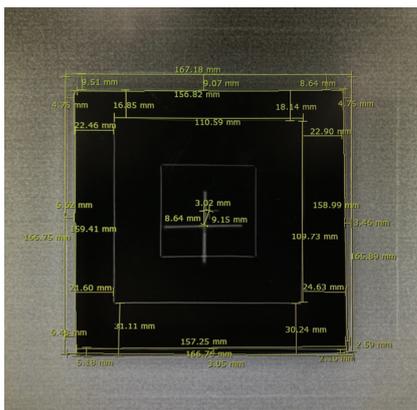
Measurement of center error and field size using the picture archiving communication system. Center error was measured the distance from X-ray field to light field center on image of 15x15 cm. The length of the four sides was measured for field size.
